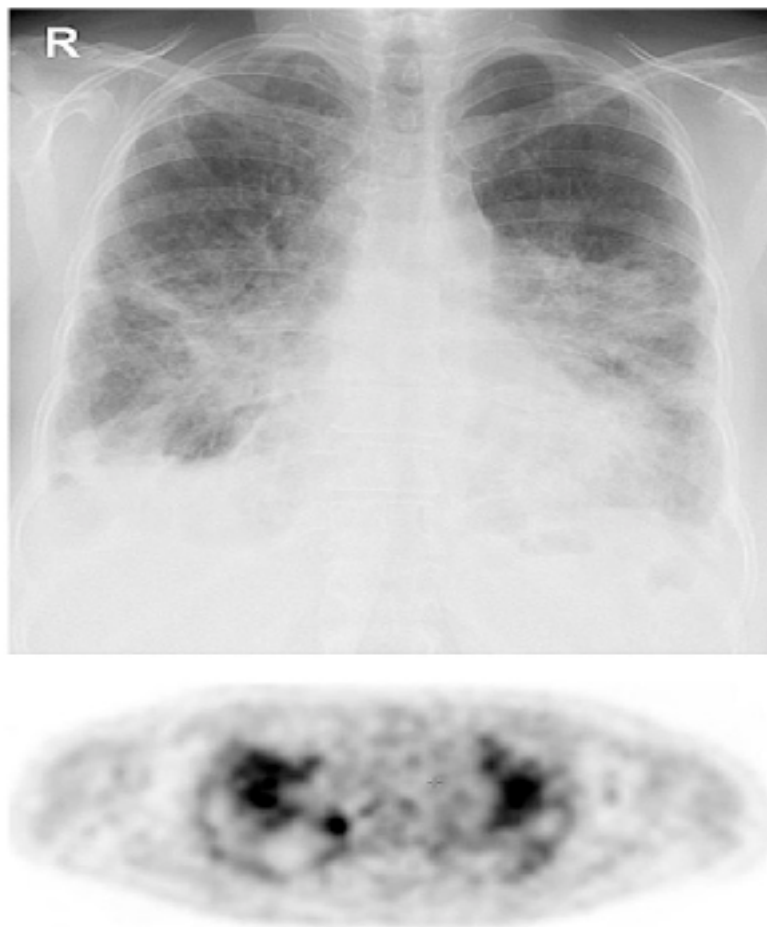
Exemple de sarcoïdose de stade IV avec présence de signes d'activité sur la TEP-FDG.
